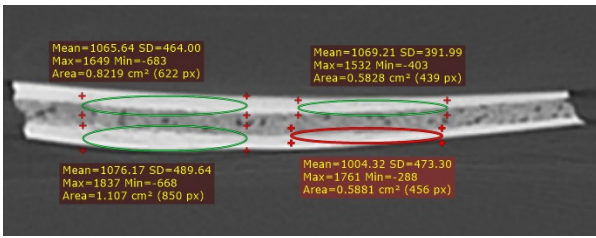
Аксіальний зріз КТ ребра 1
